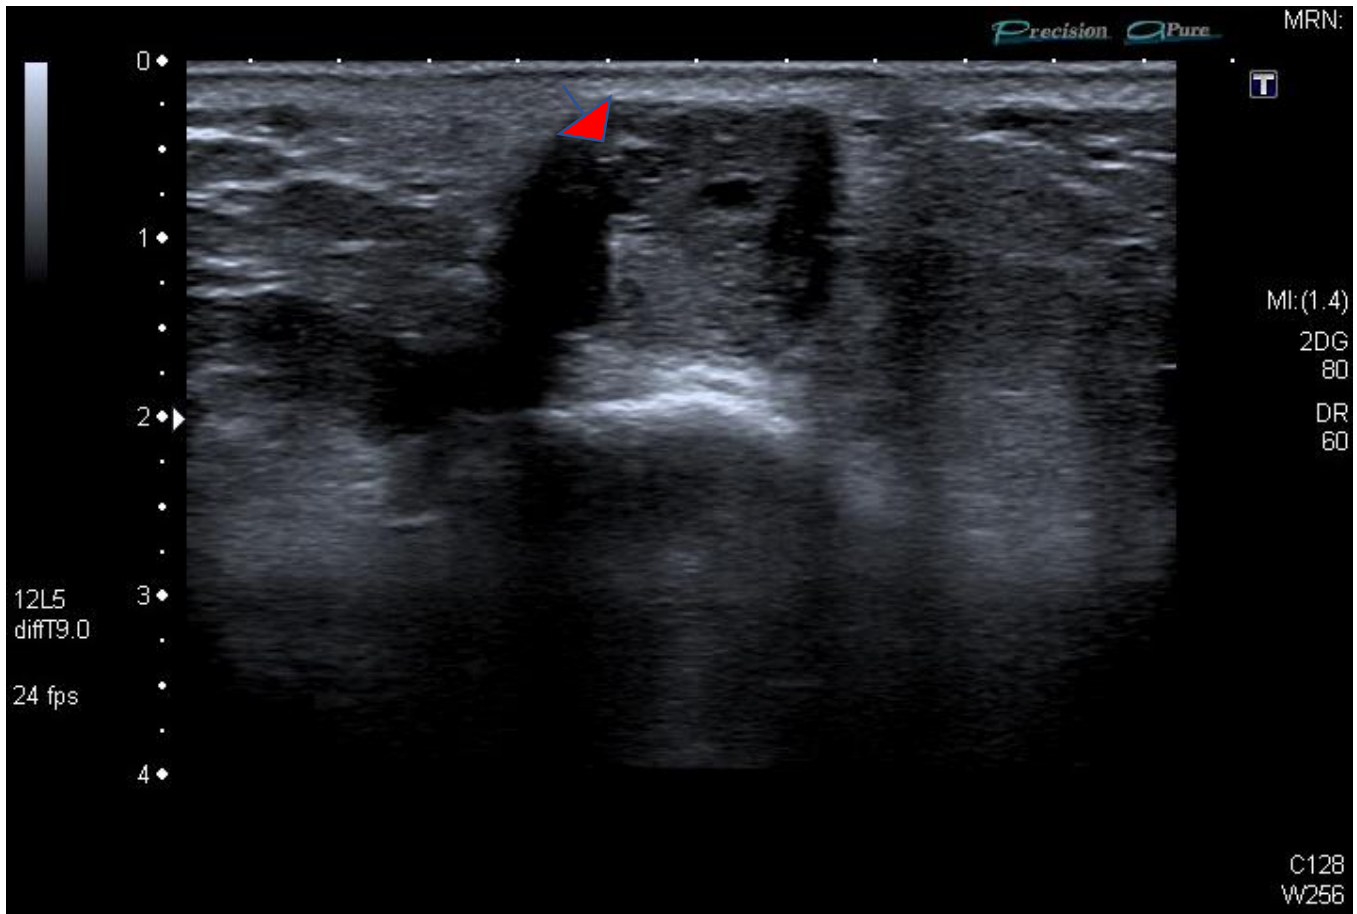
Ecosonografía de rodilla. Tumoración subcutánea localizada en dermis profunda e hipodermis, bien delimitada, de 1.74 x 1.43 cm de diámetro máximo, hiperecogénica respecto al entorno y con áreas sinusoidales hipoeecogénicas en su interior.
